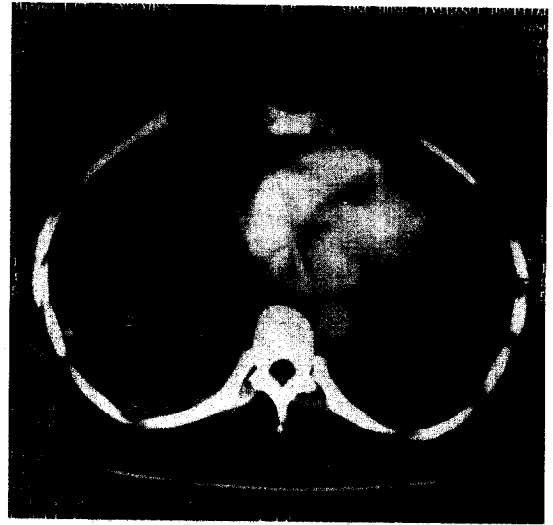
Chest CT on the 14th day showing improved consolidation and Rt. pleural fluid, but necrotizing pneumonia remained.
